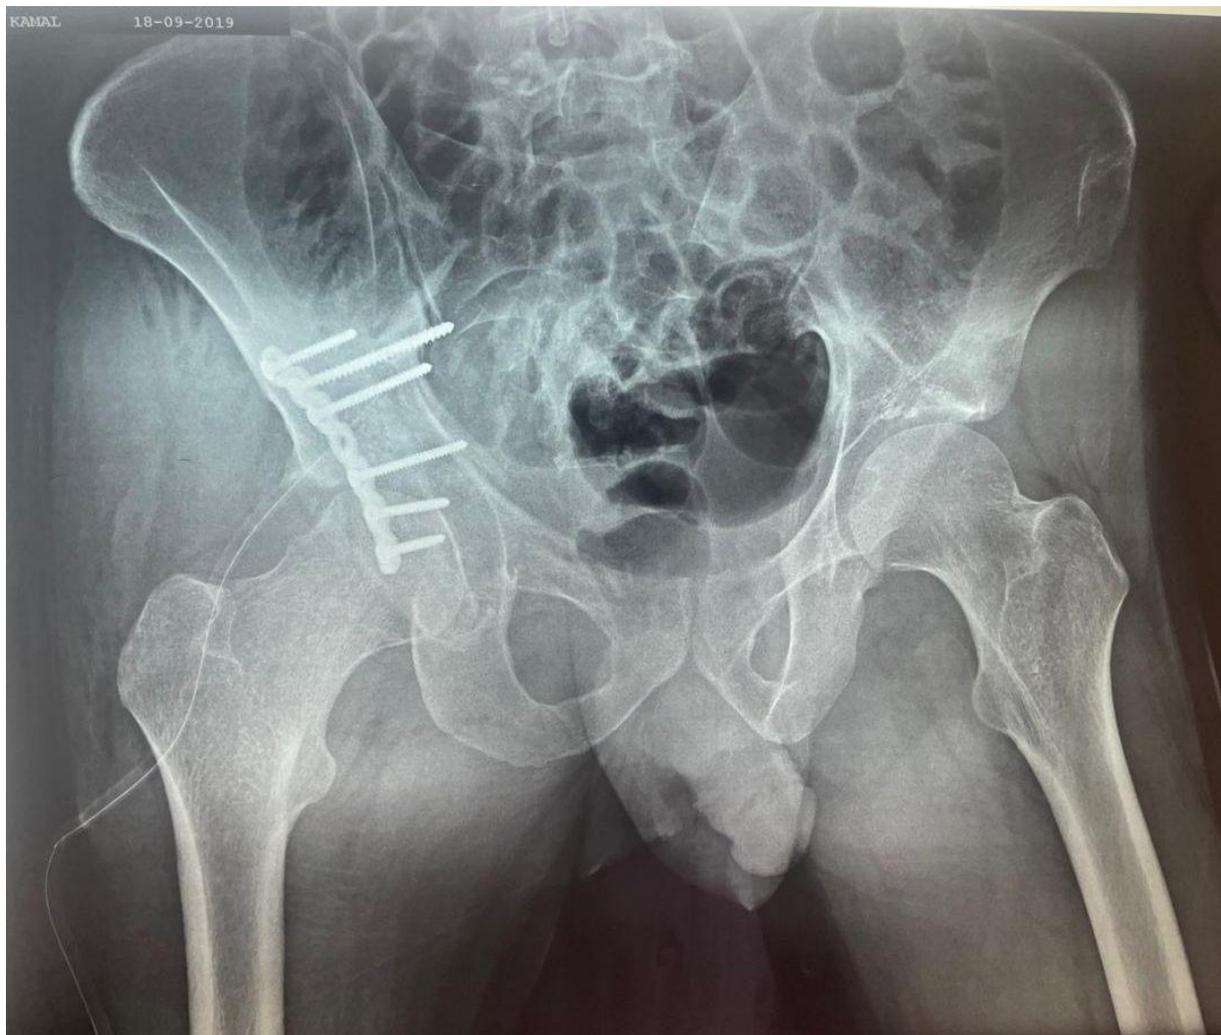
Radiographie de contrôle d'une ostéosynthèse du cotyle par une plaque vissée spécial cotyle {HMMI de Meknès}
